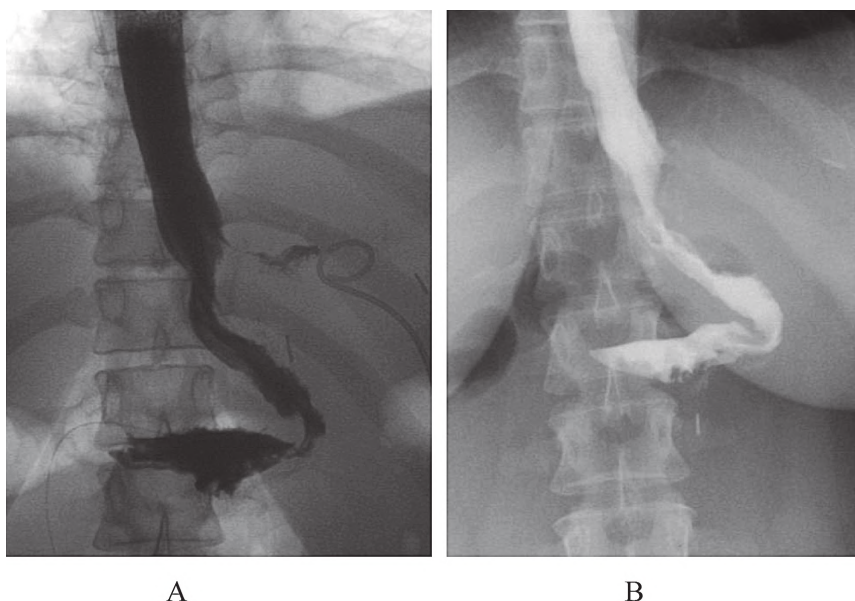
X-ray of the passage of water-soluble contrast through the stomach tube after VAS (A – three sessions, B – four sessions).
